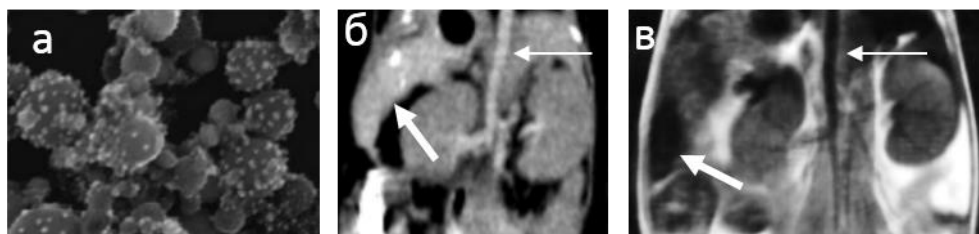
Наночастицы $Fe_3O_4@Au$: а – сканирующая электронная микроскопия; б – КТ через 5 мин после инъекции, в – МРТ через 5 мин после инъекции. Толстая белая стрелка указывает на селезенку, тонкая белая стрелка – на брюшную аорту.
